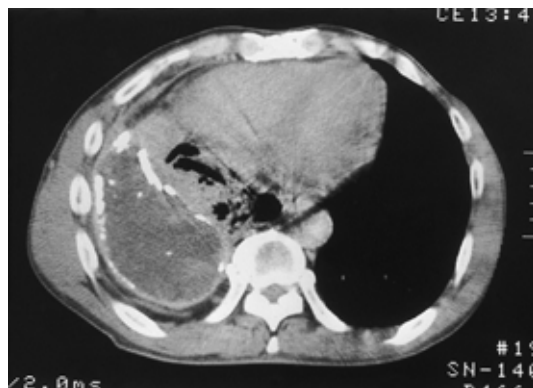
Chest CT scan on admission showing right atelectatic lung and pyothorax surrounded by calcification. No tumors are evident.
